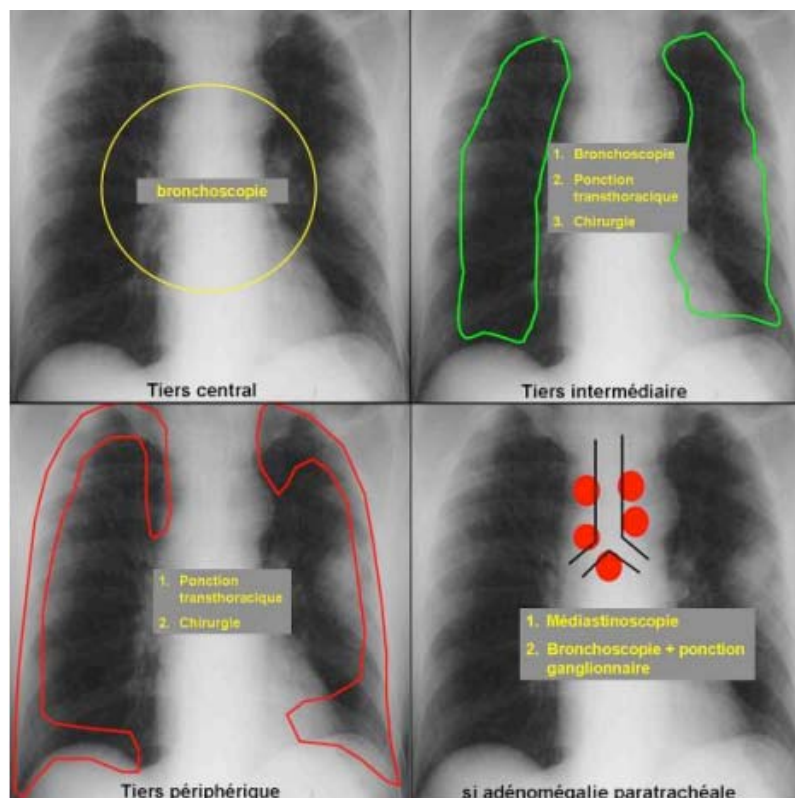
Choix de la technique du diagnostic en fonction de la localisation de la lésion sur radiographie [16]
